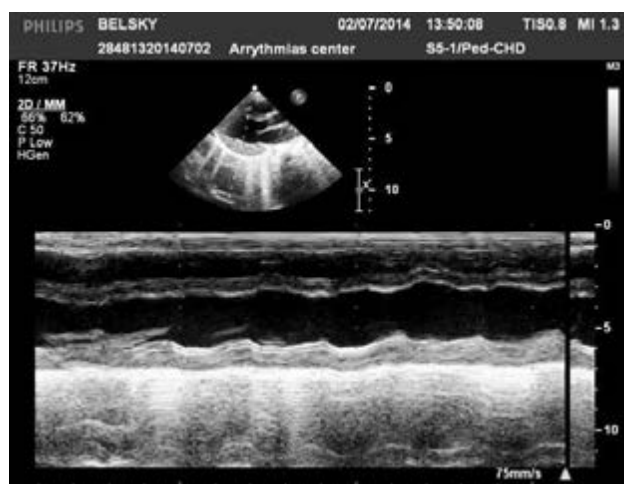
Эхокардиограмма ребенка Б. с синдромом Барта.
